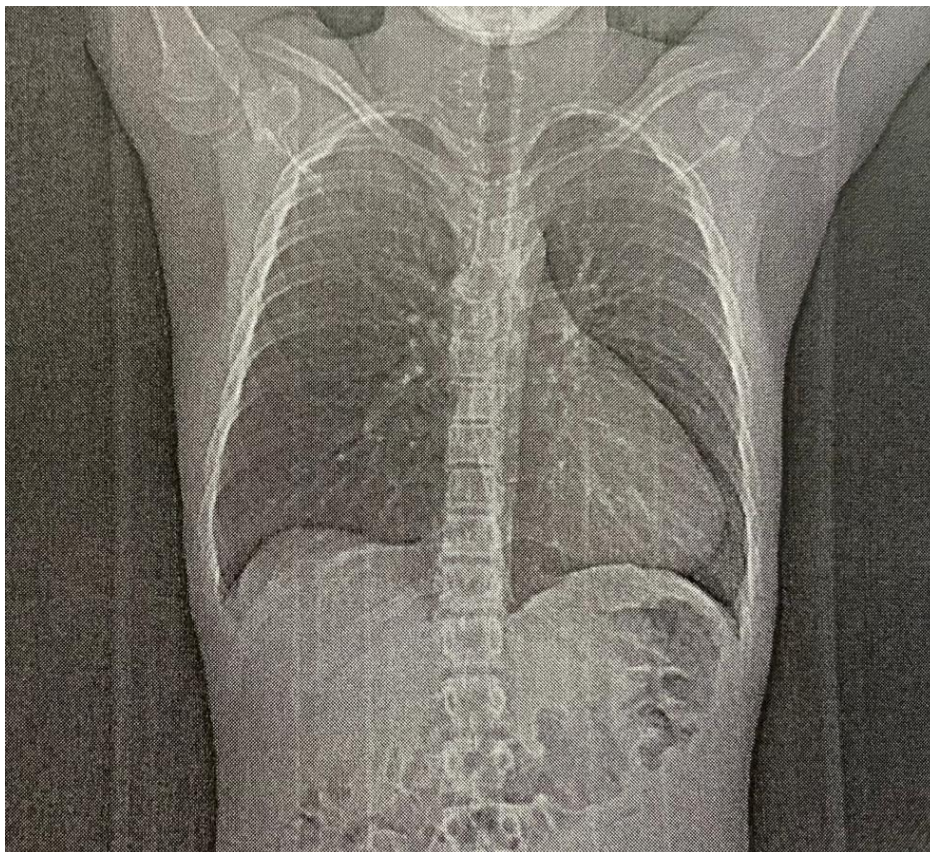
Plano frontal da Radiografia
